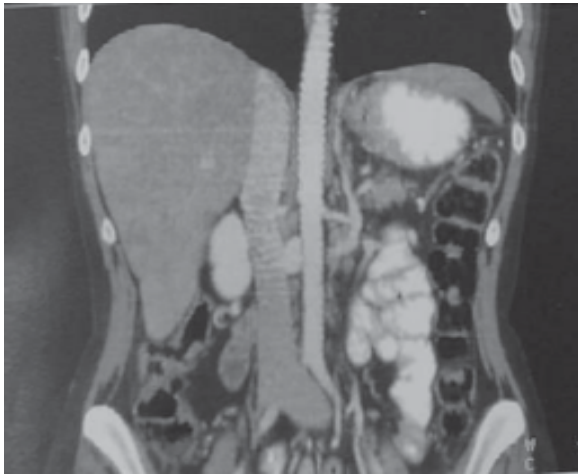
Estudio del abdomen con TAC helicoidal. Reconstrucción coronal.
